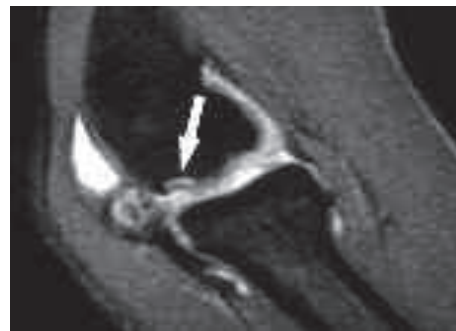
"Osteocondrite dissecante del gomito". Immagine sagittale artro-RM SE-T1 pesata con soppressione del segnale del grasso che evidenzia una frammentazione (freccia) della cartilagine di rivestimento in quadro di OD.
